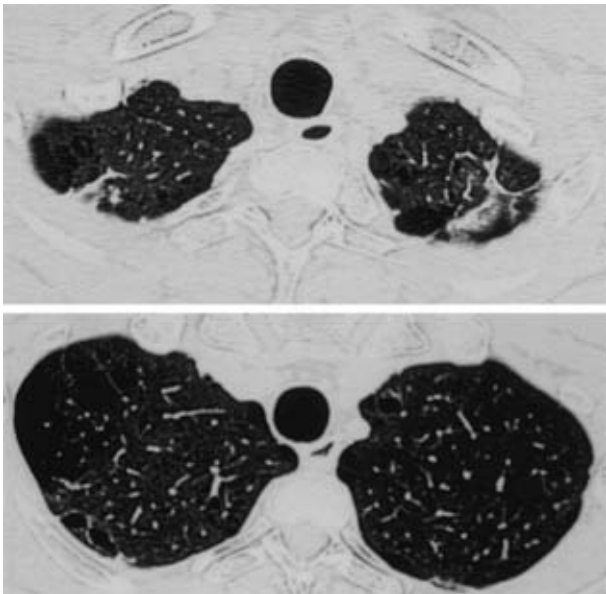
Chest CT shows emphysematous change and a slightly thickened lesion at both apex of the lung without tumor mass.
